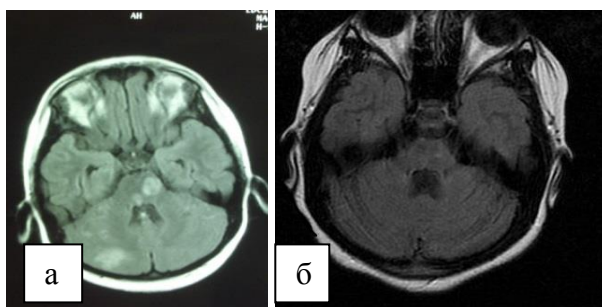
МРТ головного мозга пациентки М., 9 лет. Диагноз: ДЭМ, вызванный вирусом варицелла-зостер, острое течение а) очаги в области моста и мозжечка (FLAIR-ИП); б) МРТ через 3 месяца. Регресс очаговых изменений. T1-ВИ.
